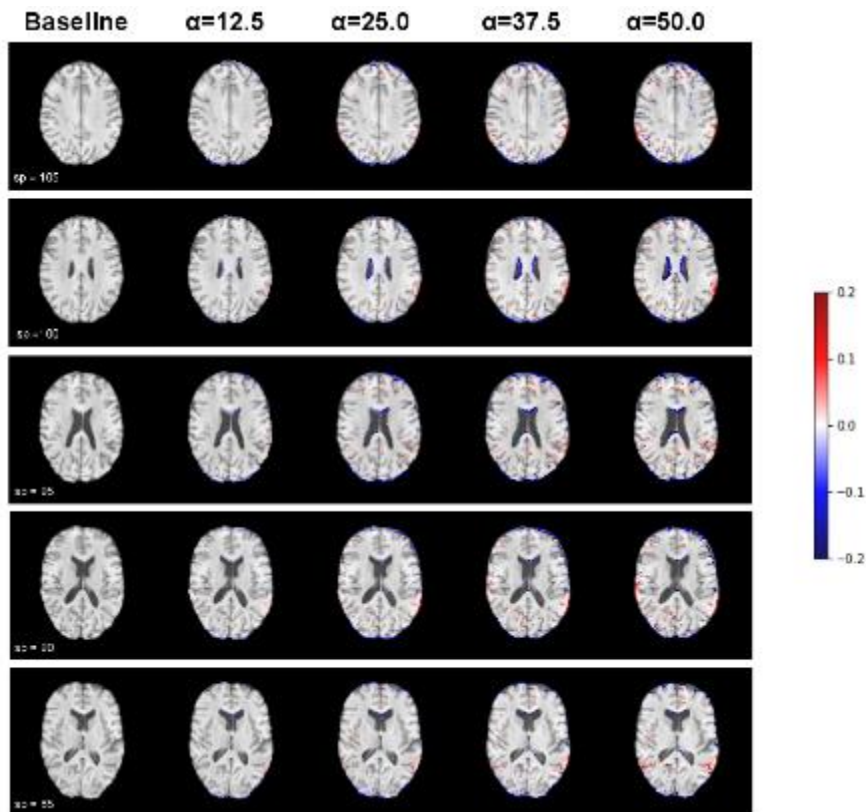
MS manipulation of MR images of different slice positions of one subject. Parameter α denotes the scaling factor of manipulation.
